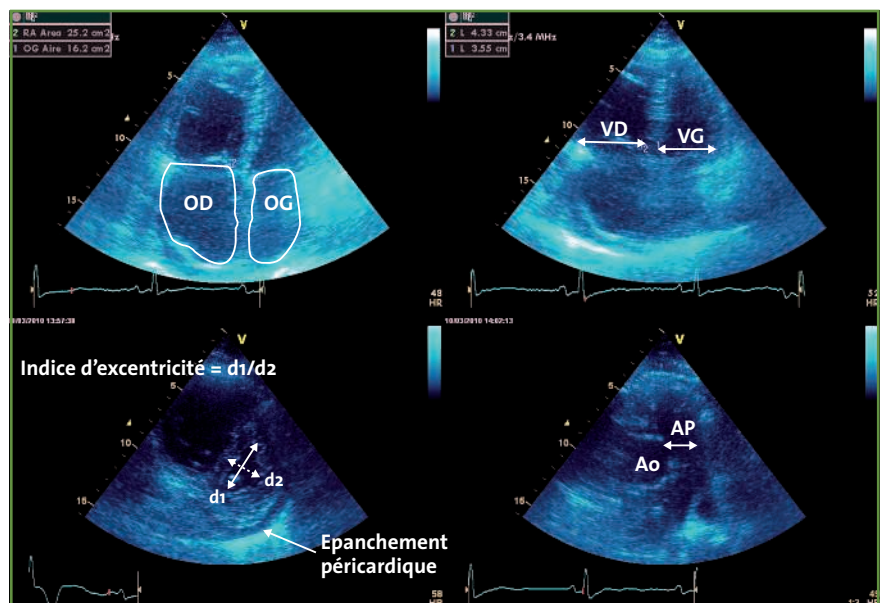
Analyse morphologique du ventricule droit en échographie.
